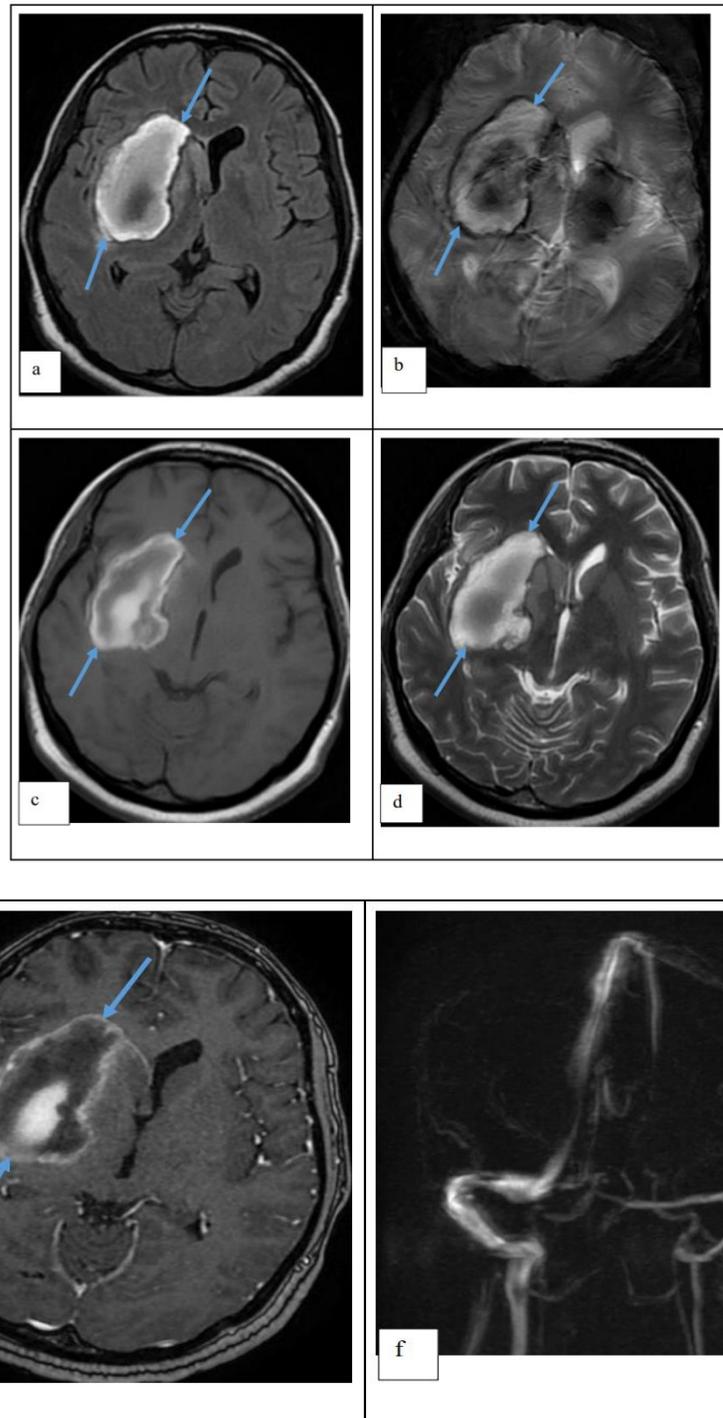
IRM cérébrale en axiale FLAIR (a), axiale T2 EG (b), axiale T1 SE (c), axiale T2 SE (d), axiale T1 gado (e) et angio-IRM veineuse 3D (f) montrant un hématome récent intraparenchymateux insulo-lenticulo-thalamique à droite (flèches). Pas de signe de thrombose veineuse.
